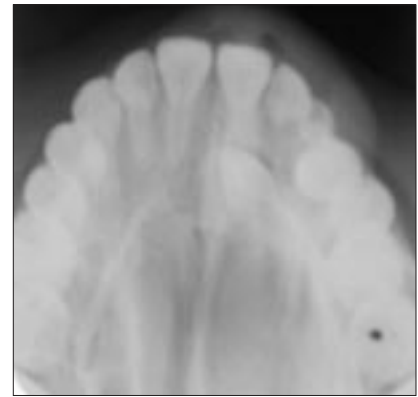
Интраоральная рентгенограмма верхней челюсти вприкус. Ретенция и дистопия зуба 1.3. Оценка состояния периодонтальной щели затруднительна.
